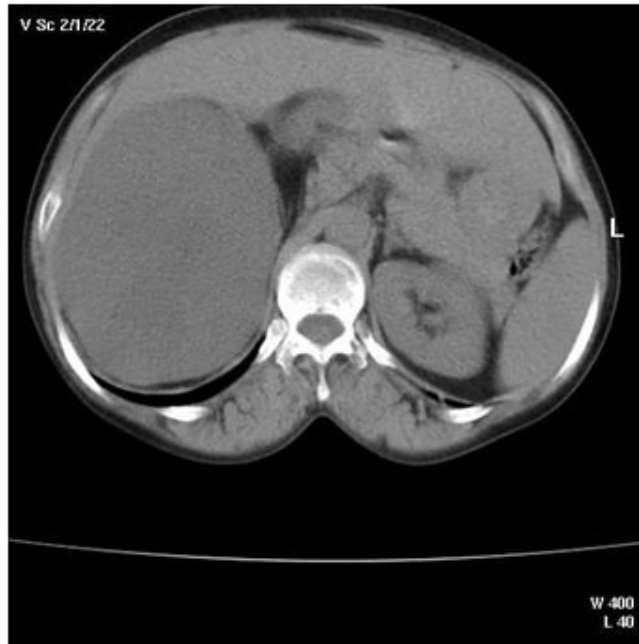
Tomografía computarizada de abdomen que permite observar el tumor en la fosa iliaca, flanco derecho.
